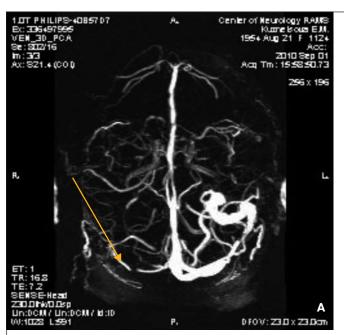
МРТ и МР-веносинусография пациентки К. А – МР – веносинусография; Б – ДВИ (b0); В – Т2*. Красным цветом обозначено отсутствие сигнала от кровотока по правому поперечному синусу
